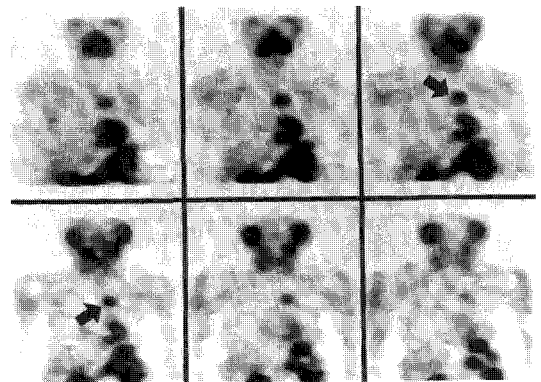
Coronal SPECT images of Tc-99m MIBI showed intense increased uptake in the anterior mediastinal area corresponding to the thoracic CT lesion (arrows).
